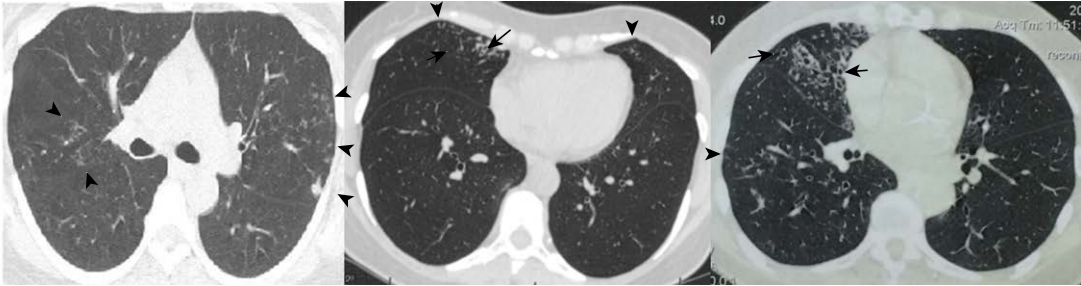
Achados comuns da síndrome de Lady Windermere na TC de tórax. Notam-se opacidades lineares e nódulos centrolobulares com padrão de árvore em brotamento (pontas de setas) e bronquiectasias, estas predominantemente no lobo médio e língua (setas). Os nódulos no centro do lóbulo pulmonar secundário ocorrem onde os bronquíolos têm diâmetro pequeno, sem suporte cartilaginoso, e com musculatura relativamente mais desenvolvida do que a dos brônquios (uma área teoricamente sujeita a uma complicação mais precoce de comprometimento neuromuscular).
